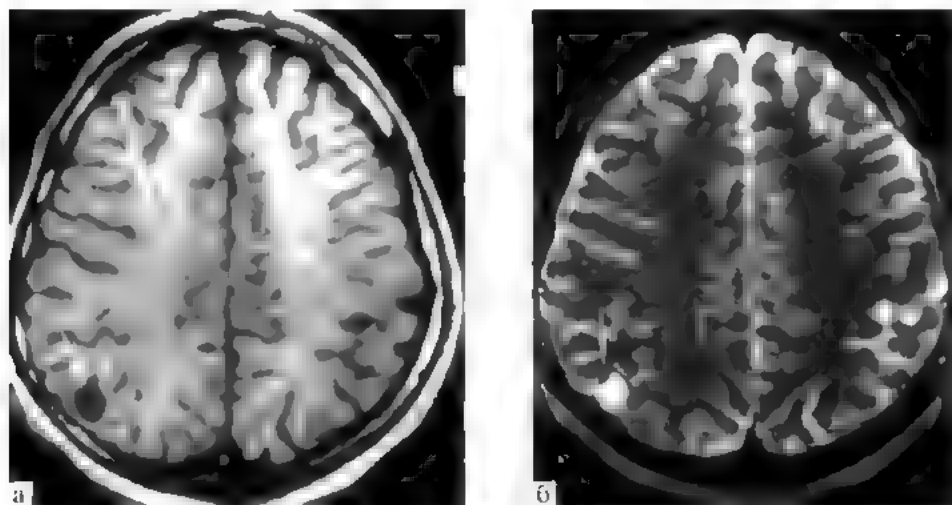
Цистицеркоз головного мозга. МРТ: а — T1, б — T2-взвешенные изображения; множественные цистицерки (стрелкой указан сколекс одного из паразитов)
